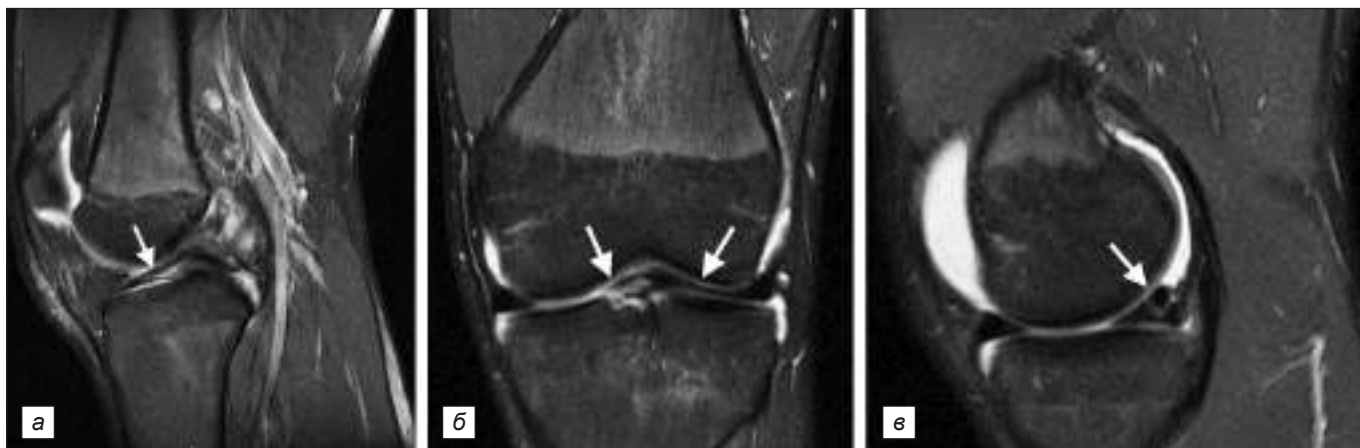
Магнитно-резонансная томография левого коленного сустава: а – Sag. PD-FatSat: переднелатеральная и переднемедиальная менискобедренные связки, имитирующие ход волокон передней крестообразной связки (указано стрелкой); б – Coronal PD-FatSat: передние рога медиального и латерального менисков деформированы, удлинены и слиты в единую структуру (указано стрелками); в – Sagittal PD-FatSat ошибочно принятое повреждение заднего рога медиального мениска (указано стрелкой).
